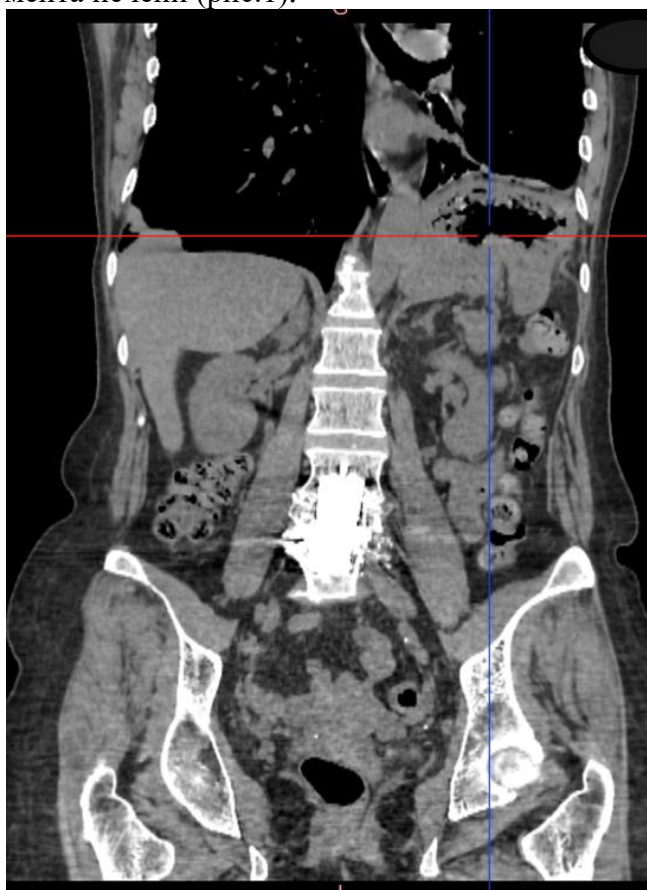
КТ-картина в предоперационном периоде.
